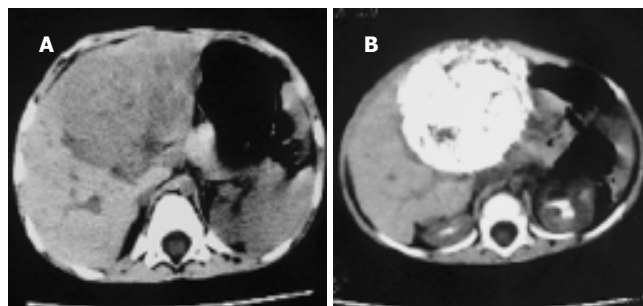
TACE 前后肝母细胞瘤的 CT。A: TACE 前,显示肝内巨大肿块。B: TACE 后栓塞剂碘油沉积在肿块中。
